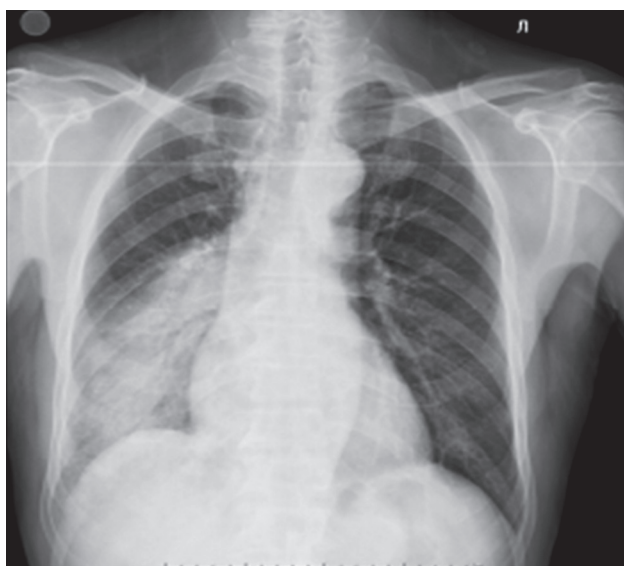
Рентгенограмма органов грудной клетки пациента с тяжелой внебольничной пневмонией, вызванной *Legionella pneumophila*. Прямая и правая боковая проекции
